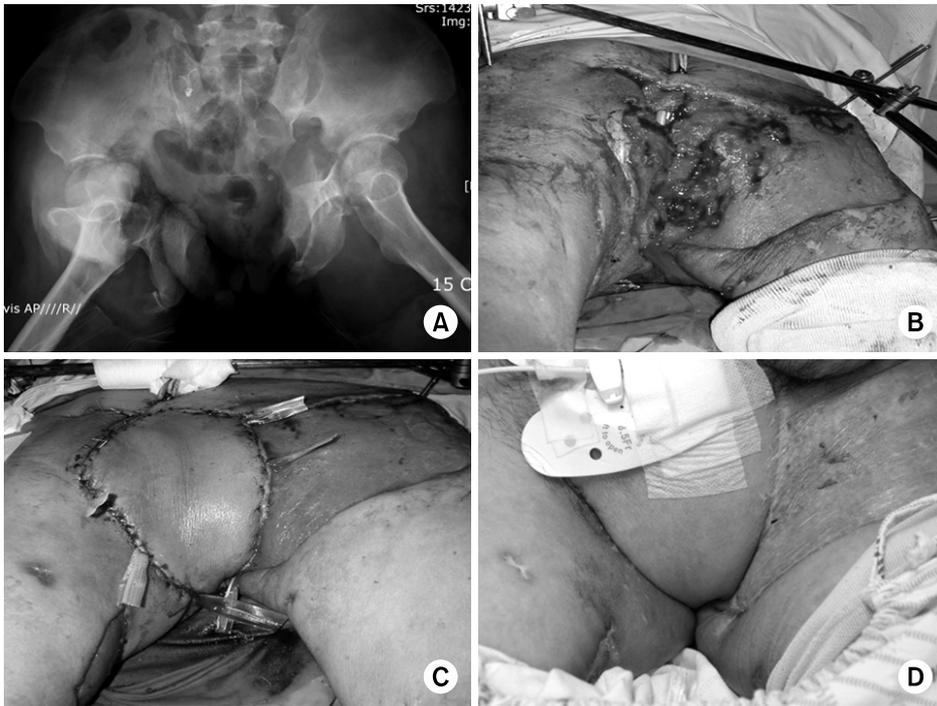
(A) Radiograph of acetabular and displaced open pelvic fracture (Tile type C2). (B) Soft tissue defect of a 25×15 cm in the perineal and suprapubic area was noted. (C) The defect was covered with a 20×15 cm sized ante-rolateral thigh island flap. (D) Acceptable contour and infection control around perineum was obtained after 9 months follow-up.
